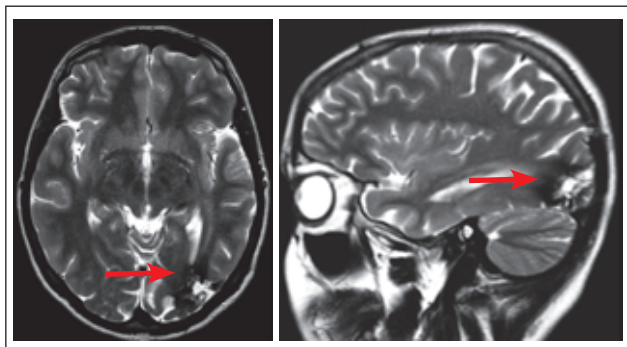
МРТ головного мозку хворої Л. через 8 міс. після операції — топектомії
